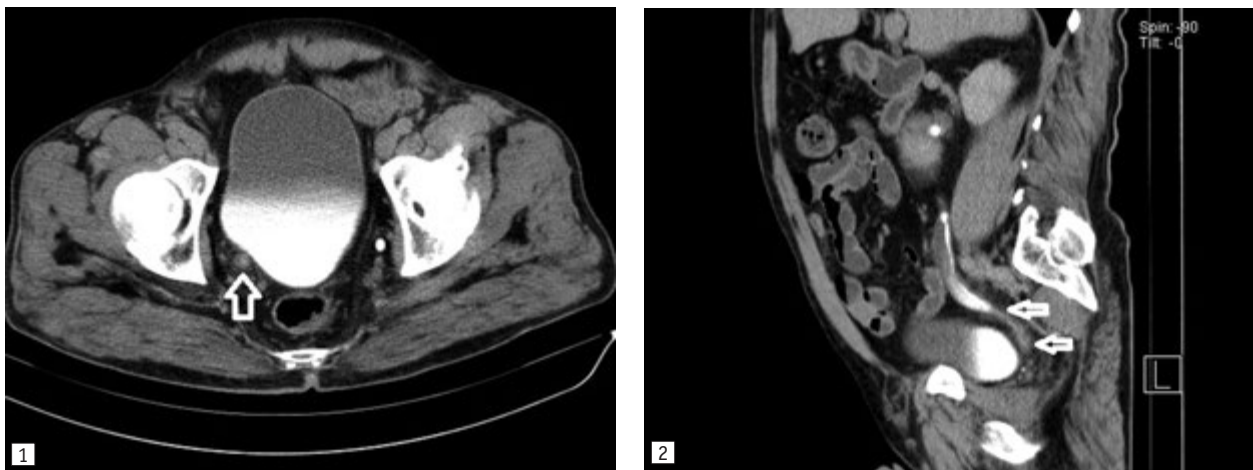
Стриктура нижньої третини сечоводу (1, КТ, сагітальна проекція), циркулярне потовщення стінок (2, КТ, аксіальна проекція)
